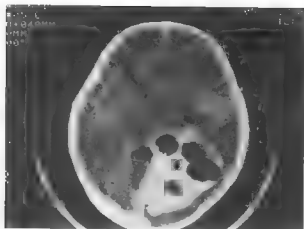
13 男 5 岁，顶枕少枝胶质细胞瘤CT增强扫描见
